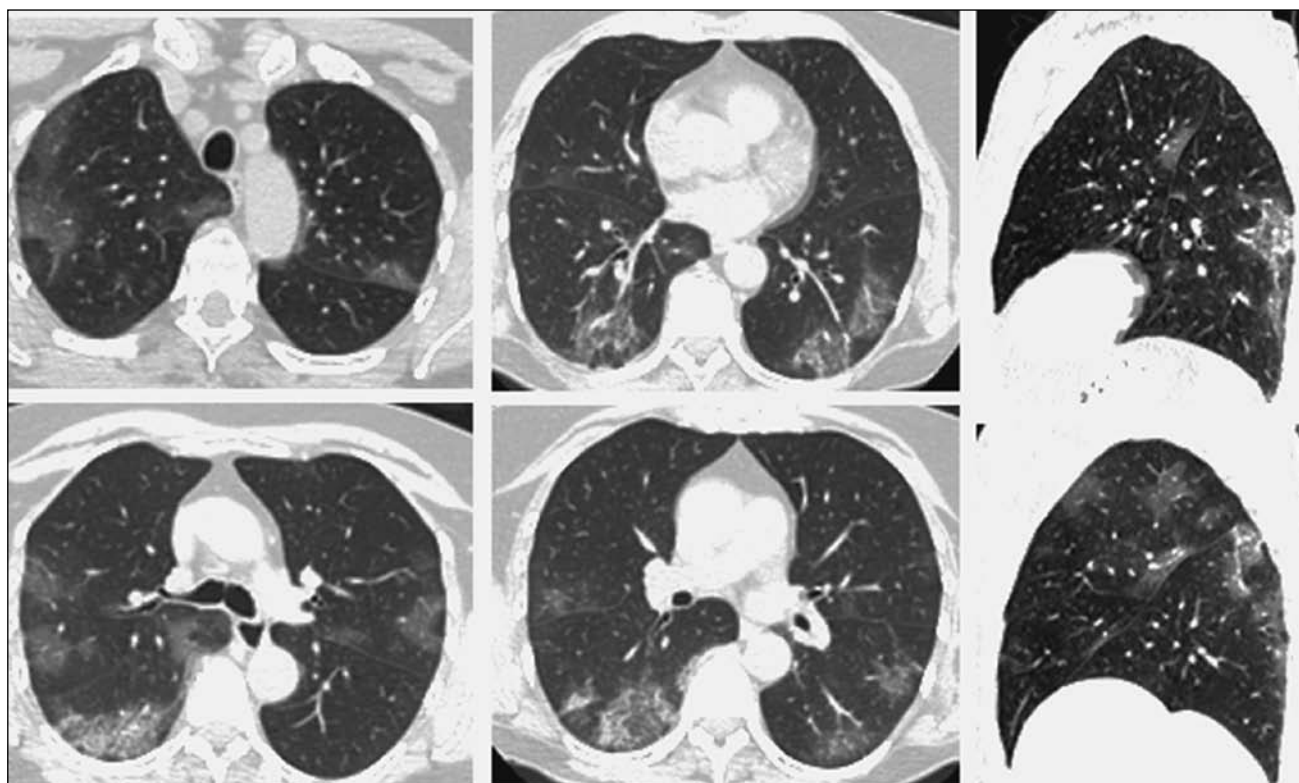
Компьютерная томография органов грудной клетки пациентки Т.
